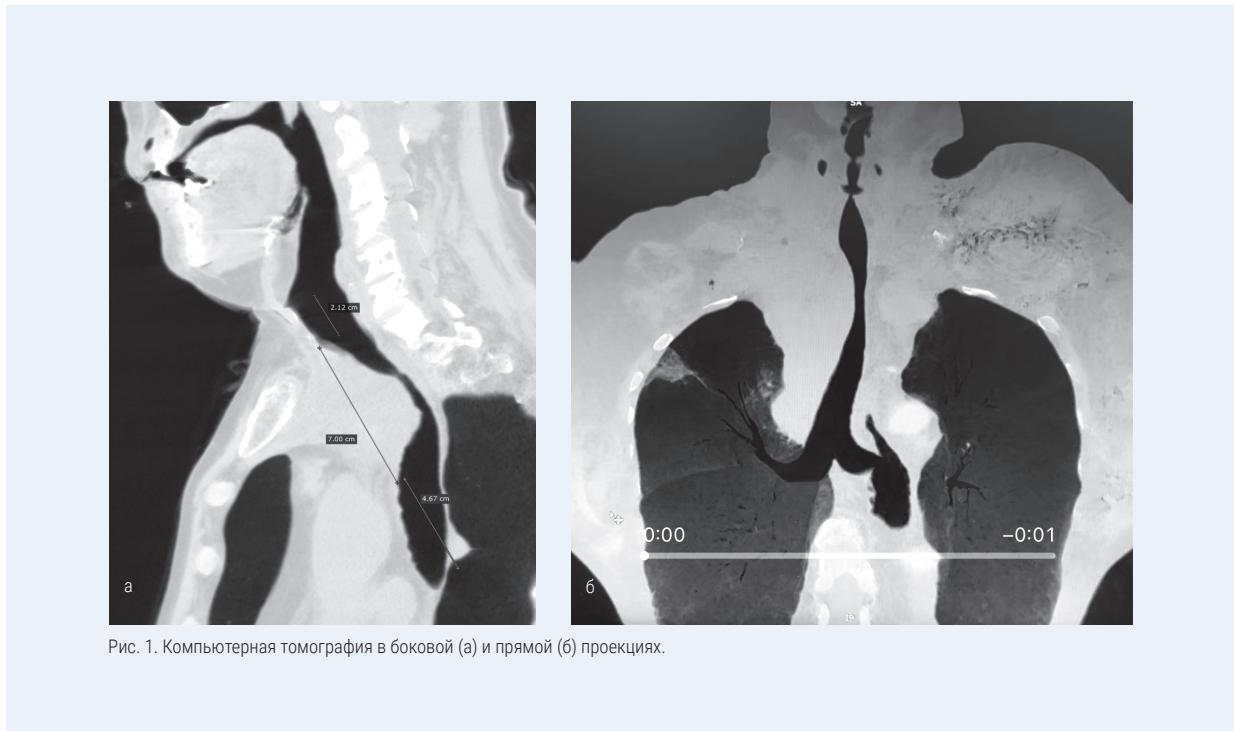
Компьютерная томография в боковой (а) и прямой (б) проекциях.
